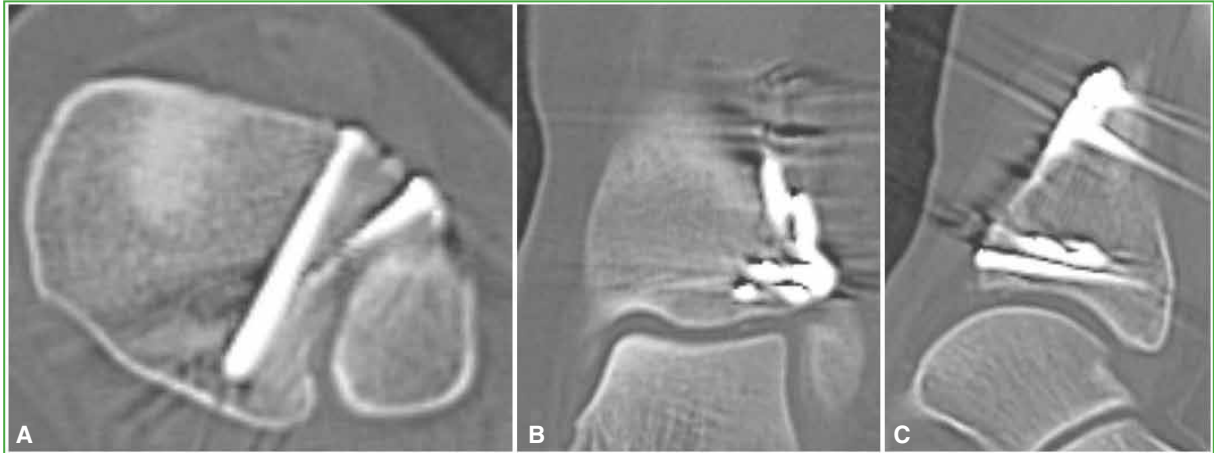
Tomografía computarizada de tobillo izquierdo, cortes axial (A), coronal (B), sagital (C). Se observa una reducción anatómica del fragmento de Tillaux-Chaput.
